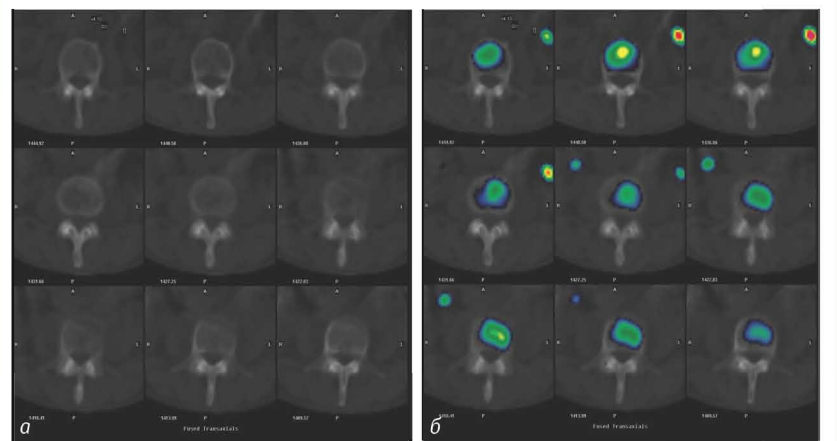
Фрагмент обстеження пацієнта Л., 75 років, з діагнозом ліфмоми: а) аксіальні КТ-зрізи, на яких визначається літичне вогнище в тілі хребця без чітких контурів; б) суміщені ОФЕКТ/КТ-зрізи, на яких проілюстровано невідповідність ділянки гіперфіксації РФП означеному літичному вогнищу
